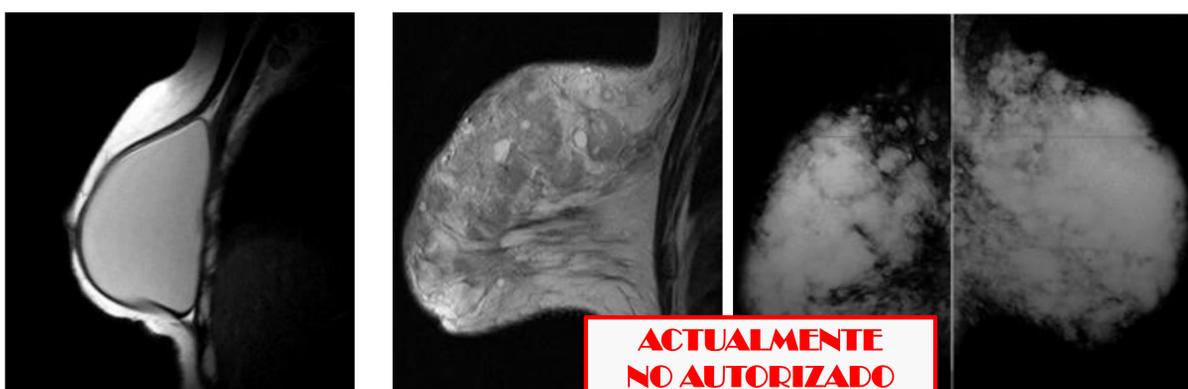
Mamoplastia de aumento. RM sagital potenciada en T2 de implante mamario y de inyecciones libre de silicona.
